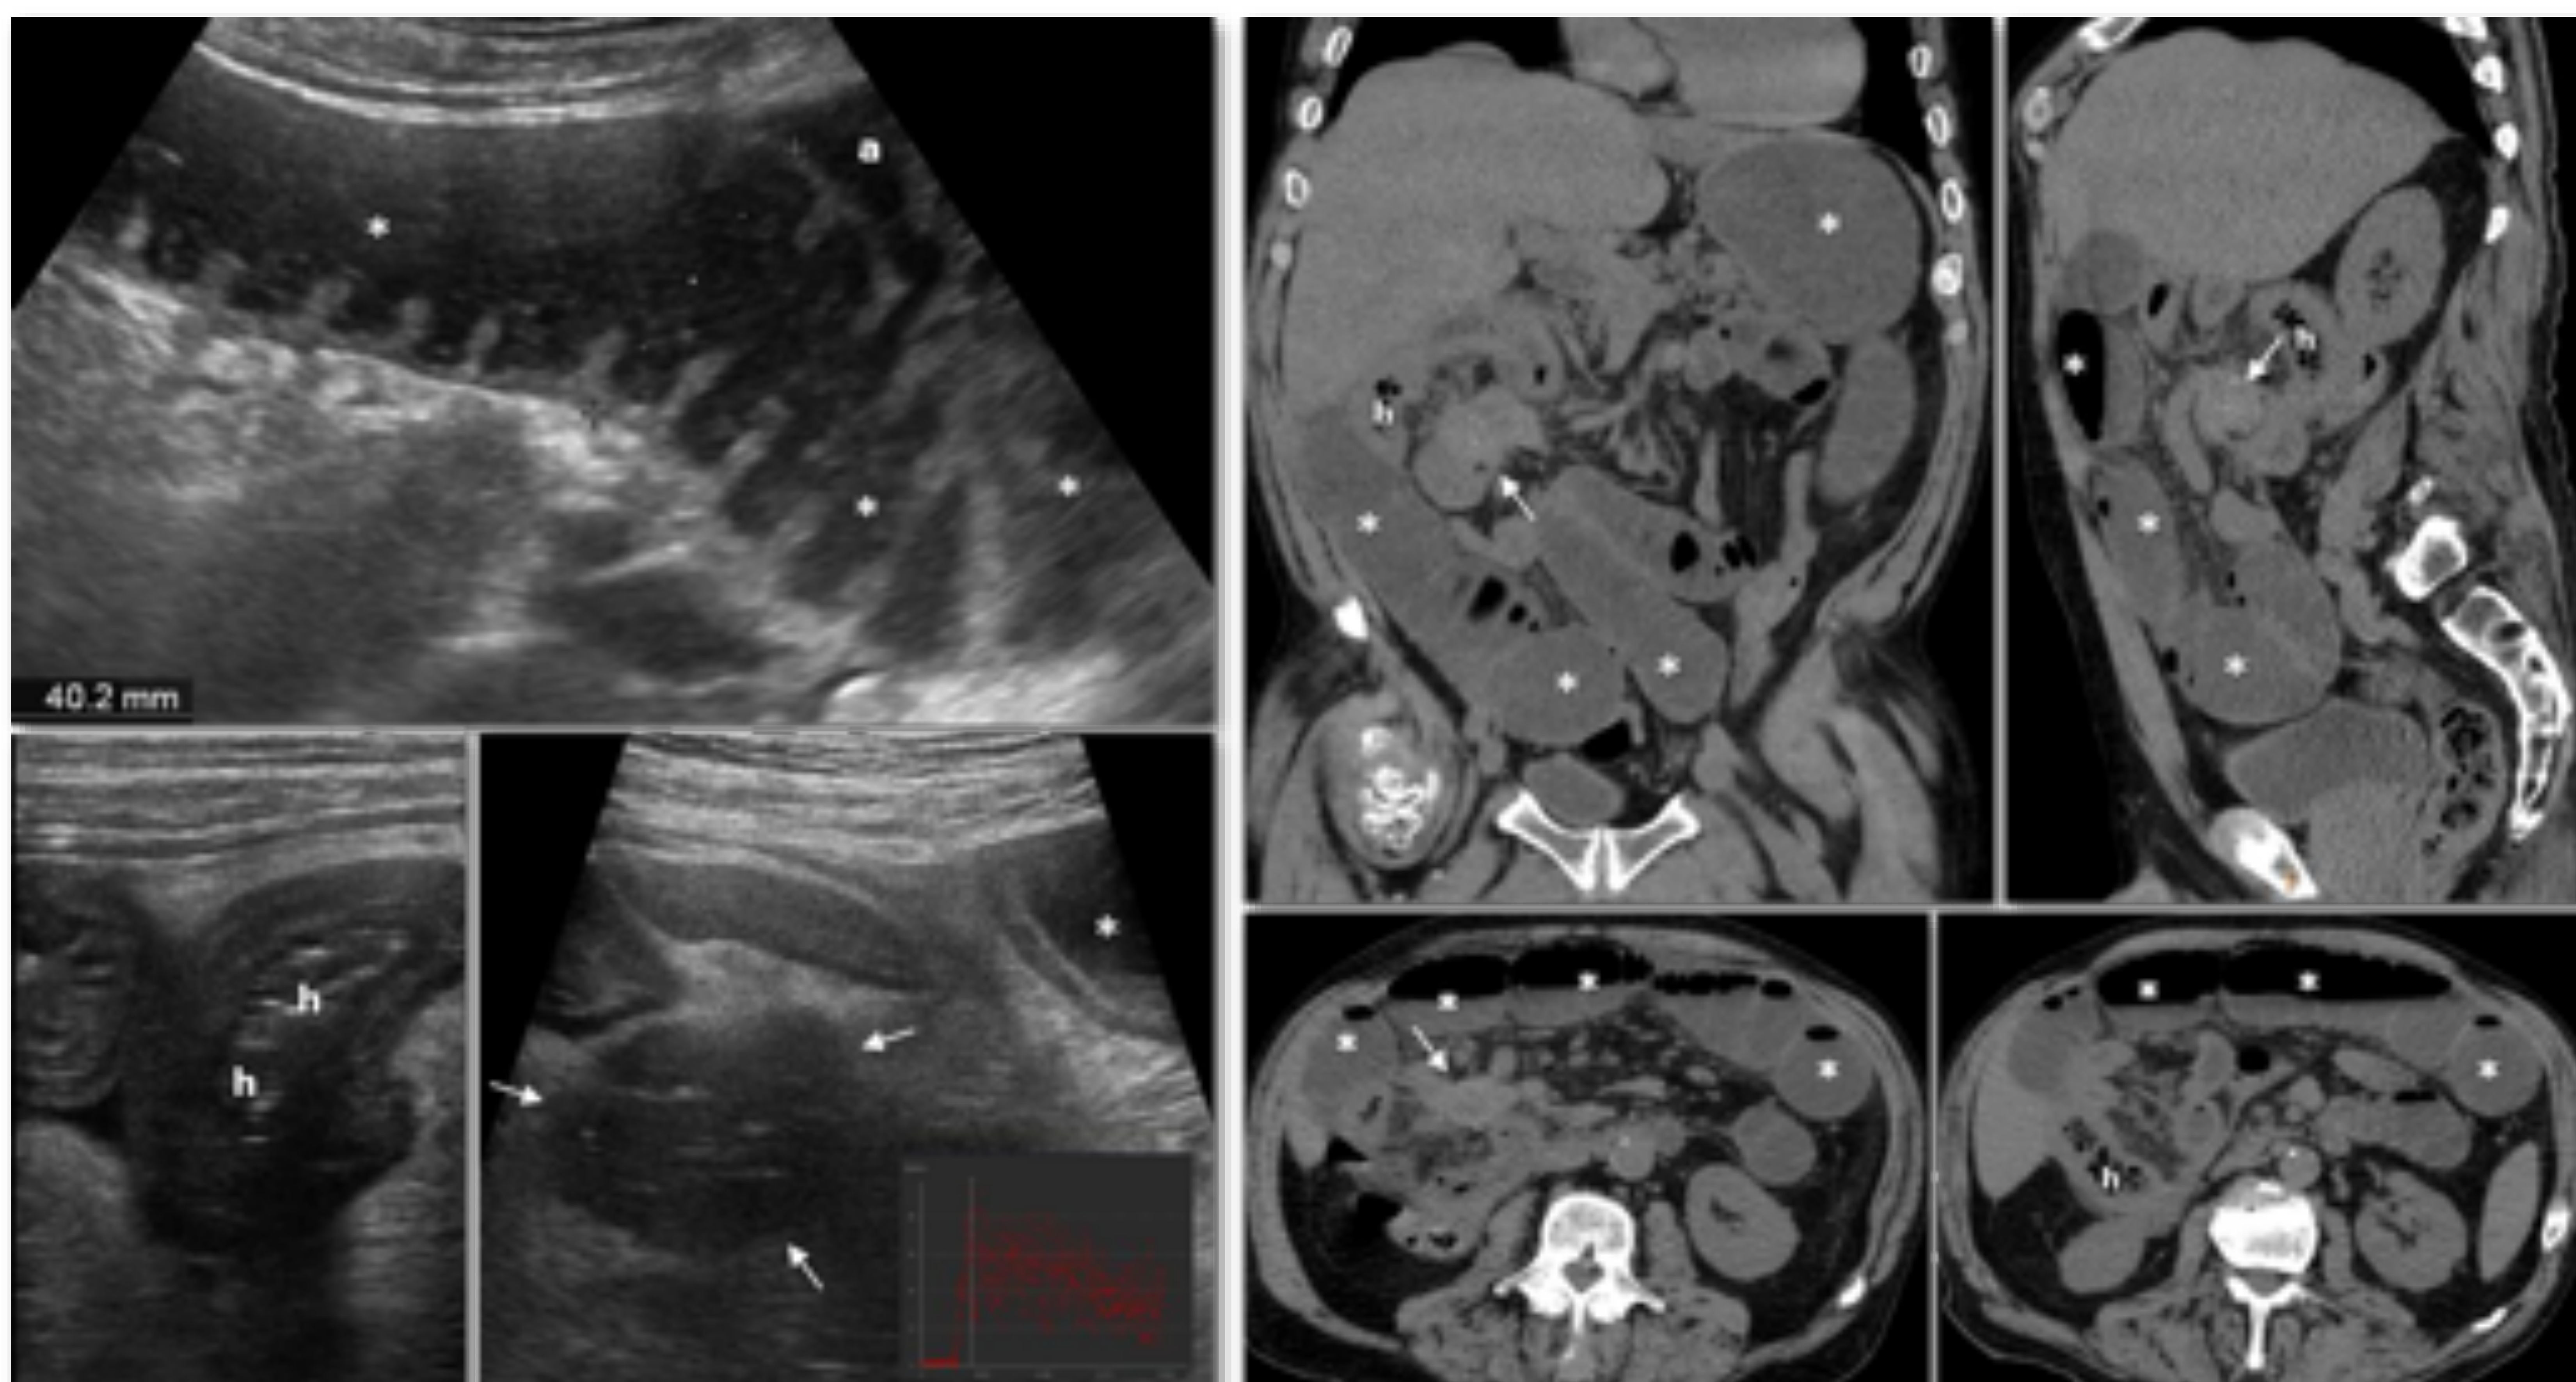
Varón de 74 años. Dolor abdominal, pérdida de peso y vómitos. Ecografía: dilatación de yeyuno proximal (*), con peristaltismo de lucha (Vídeo) y líquido entre asas (a). Asas con la pared engrosada y contenido pseudofecal (h) en vacío derecho. En su meso, masa ovoidea con calcificaciones (flechas), vascularizada en Doppler (no mostrado) y con contraste, con realce rápido y lavado posterior (gráfica inferior derecha). Se sugiere tumor carcinoide ileal con OIDA por la masa adenopática. TC (sin contraste por insuficiencia renal): confirma los hallazgos. La masa adenopática presenta reacción desmoplásica periférica. Se resecó un tramo de íleon con un pequeño tumor carcinoide, con un amplio conglomerado adenopático mesentérico.
